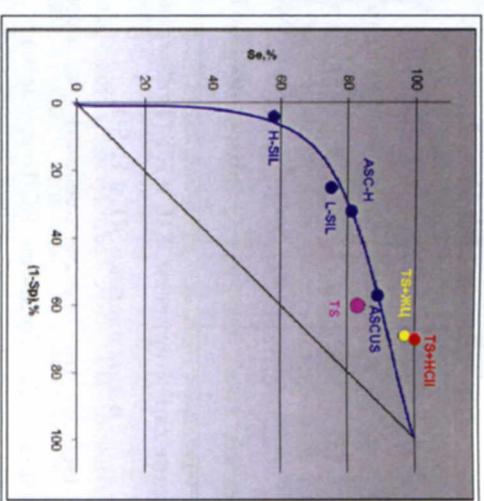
ЖЦ, TruScreen и КТ в диагностике CIN2,3
